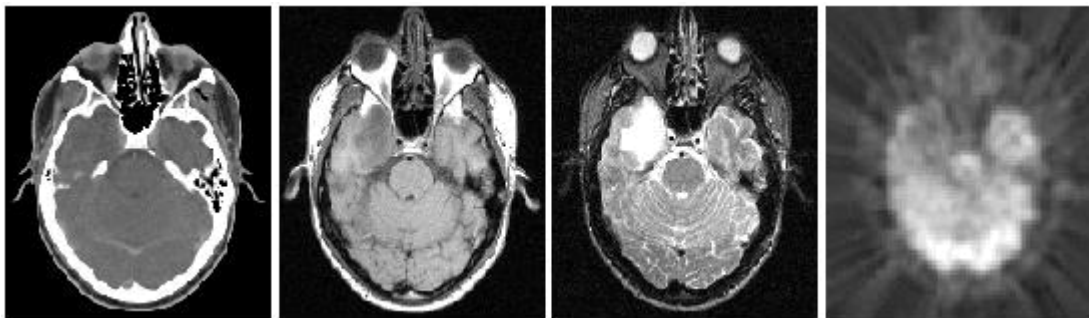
Coupes correspondantes coregistrées provenant d'images de différentes modalités d'un même patient. De gauche à droite : images scanner, IRM T1, IRM T2, et SPECT ([Ouv16]).
